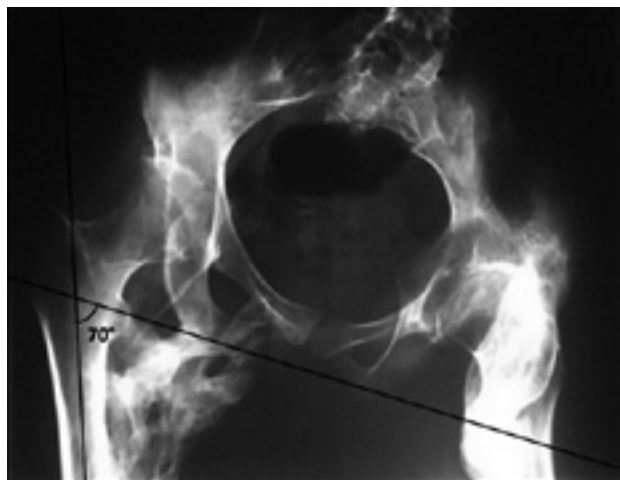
Radiographie du bassin, à 2 mois post-opératoire, montrant une récurrence rapide et plus importante des ossifications, mais cette fois en une meilleure position de 20° d'adduction.
